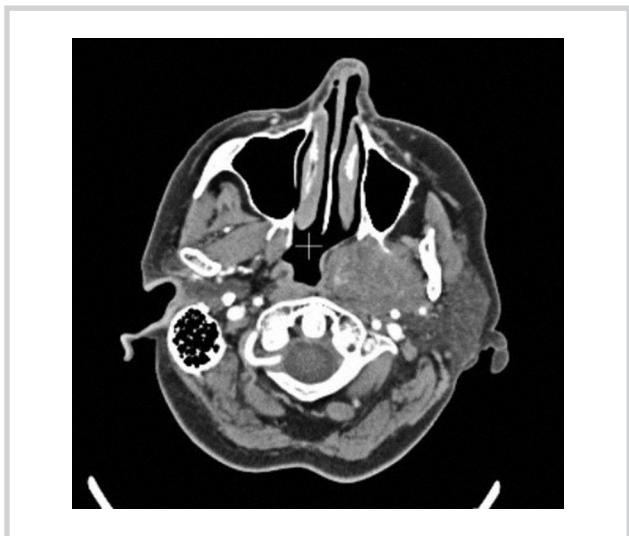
Компьютерная томография опухоли в аксиальной проекции до хирургического лечения.
